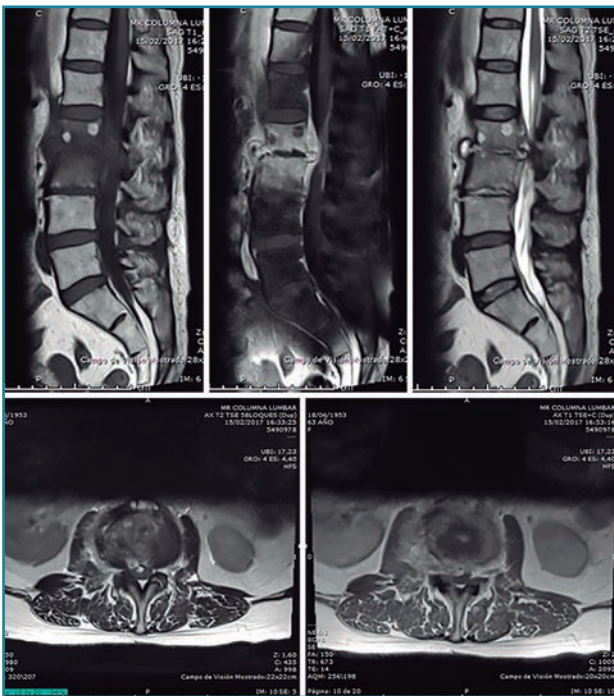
Resonancia magnética al ingreso en nuestra unidad. Secuencias T1 y T2 sagitales y axiales. Destrucción discal, edema masivo en disco y vértebras adyacentes, y colecciones líquidas anteriores y posteriores, disecando incluso psoas iliaco.
